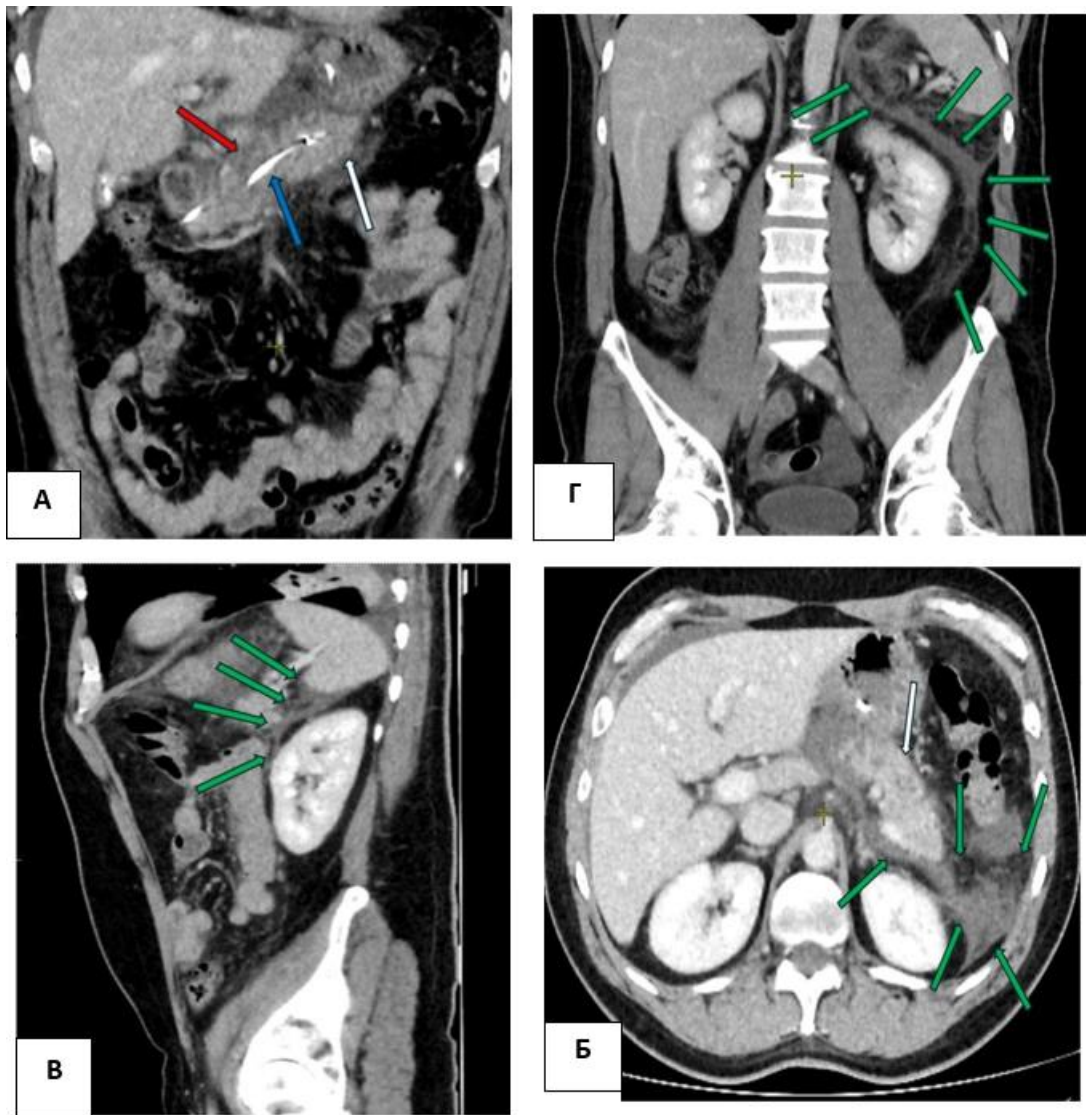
КТ с внутривенным болюсным контрастированием, венозная фаза. 4 сутки заболевания. А – фронтальная проекция, зона некроза с шейке ПЖ (красная стрелка), через которую проходит стент (синяя стрелка). За зоной некроза функционирующая паренхима поджелудочной железы (белая стрелка). Б – аксиальная проекция, В – сагиттальная проекция, Г – фронтальная проекция: паранекротический паранекроз по передней поверхности левой предпочечной фасции (зеленые стрелки), живая паренхима хвоста и тела ПЖ (белая стрелка)
